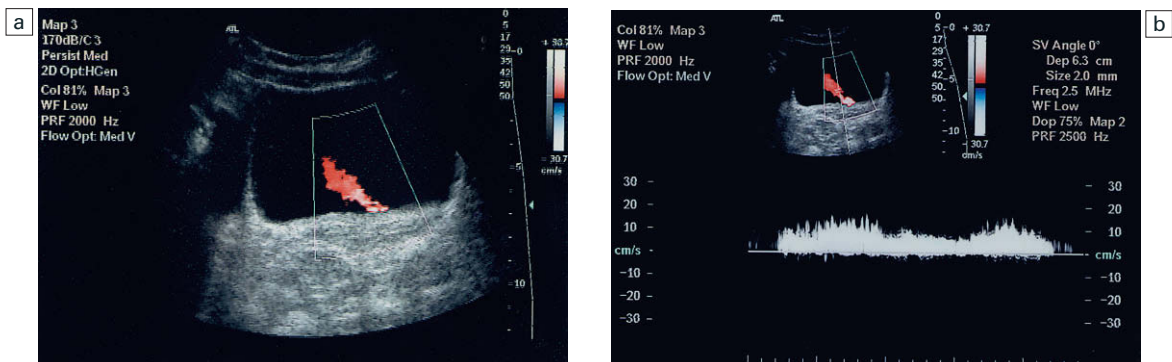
a) Imagen Doppler de flujo en color del chorro ureteral izquierdo. b) Espectro Doppler de la inyección de orina en la vejiga.
